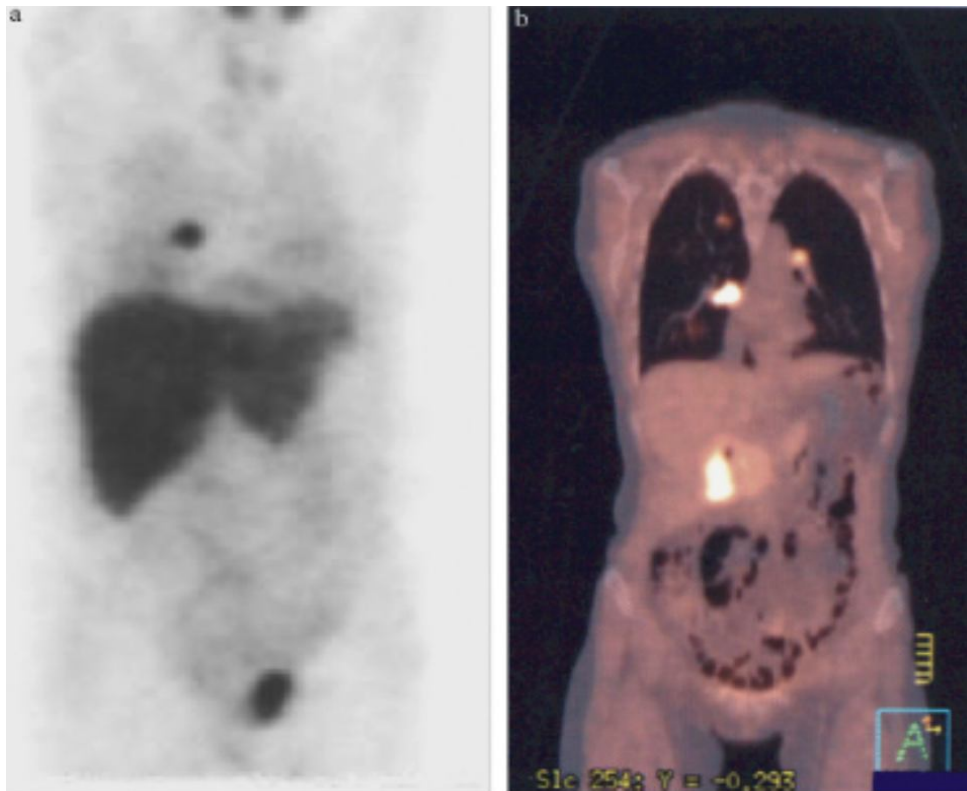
scintigraphie au MIBG(a) et à la dopamine (b) retrouvant un paragangliome du hile pulmonaire droit .[25].
